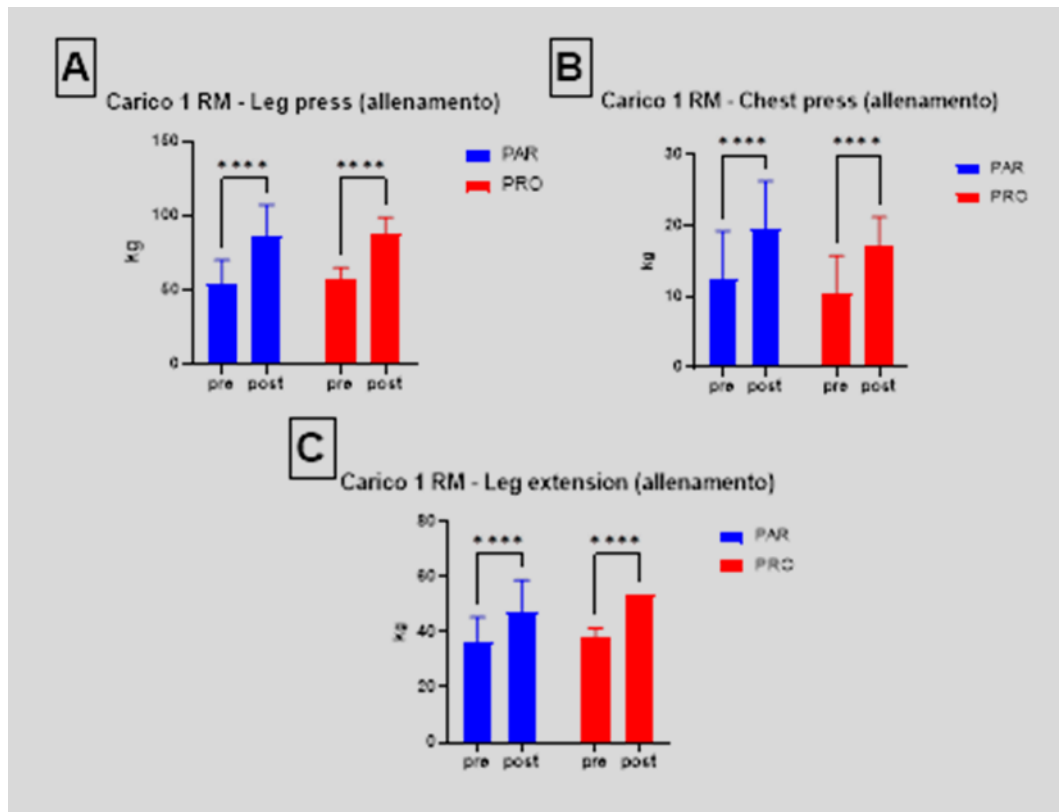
Il grafico A descrive i dati di 1RM di leg press. Il grafico B descrive i dati di 1 RM di chest press. Il grafico C descrive i dati di 1RM di leg extension.
